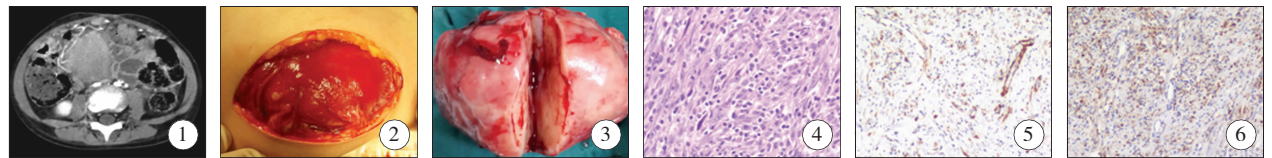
增强 CT 腹部富血供肿物,边界较清楚,不均匀强化; 图 2 术中照片:肿物来源于大网膜,周围界限尚清楚,肿物表面血管怒张; 图 3 术后标本:肿瘤大小约 6 cm × 6 cm × 5 cm,表面红白相间,肿瘤质地较硬,包膜较完整,切面为灰黄色; 图 4 HE 染色可见由增生的梭形细胞组成,呈束状或者涡旋状排列,间质内伴有大量炎性细胞浸润(×20); 图 5 免疫组织化学,肿瘤梭形细胞中 SMA 可见阳性表达(×20); 图 6 免疫组织化学,肿瘤梭形细胞中 Ki67 阳性表达(×20)。
